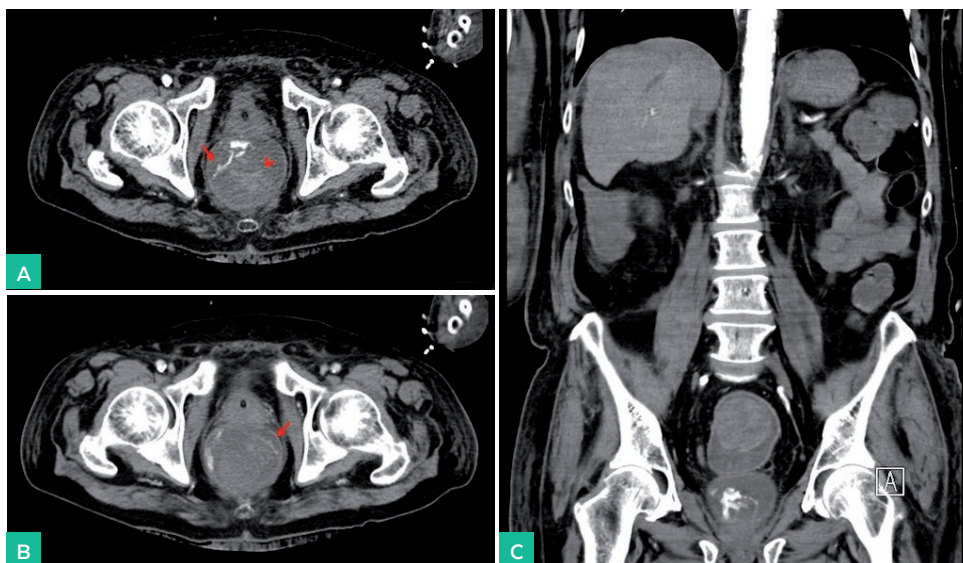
A. Imagen axial de TC en fase arterial, se aprecia extravasación activa del contraste (flecha) y presencia de material hiperdenso en ampolla rectal correspondiente a restos hemáticos (punta de flecha). B. Imagen axial de TC en fase portal, se observa aumento de la extravasación (flecha). C. Imagen coronal de TC en fase arterial, muestra los mismos hallazgos que en A.
